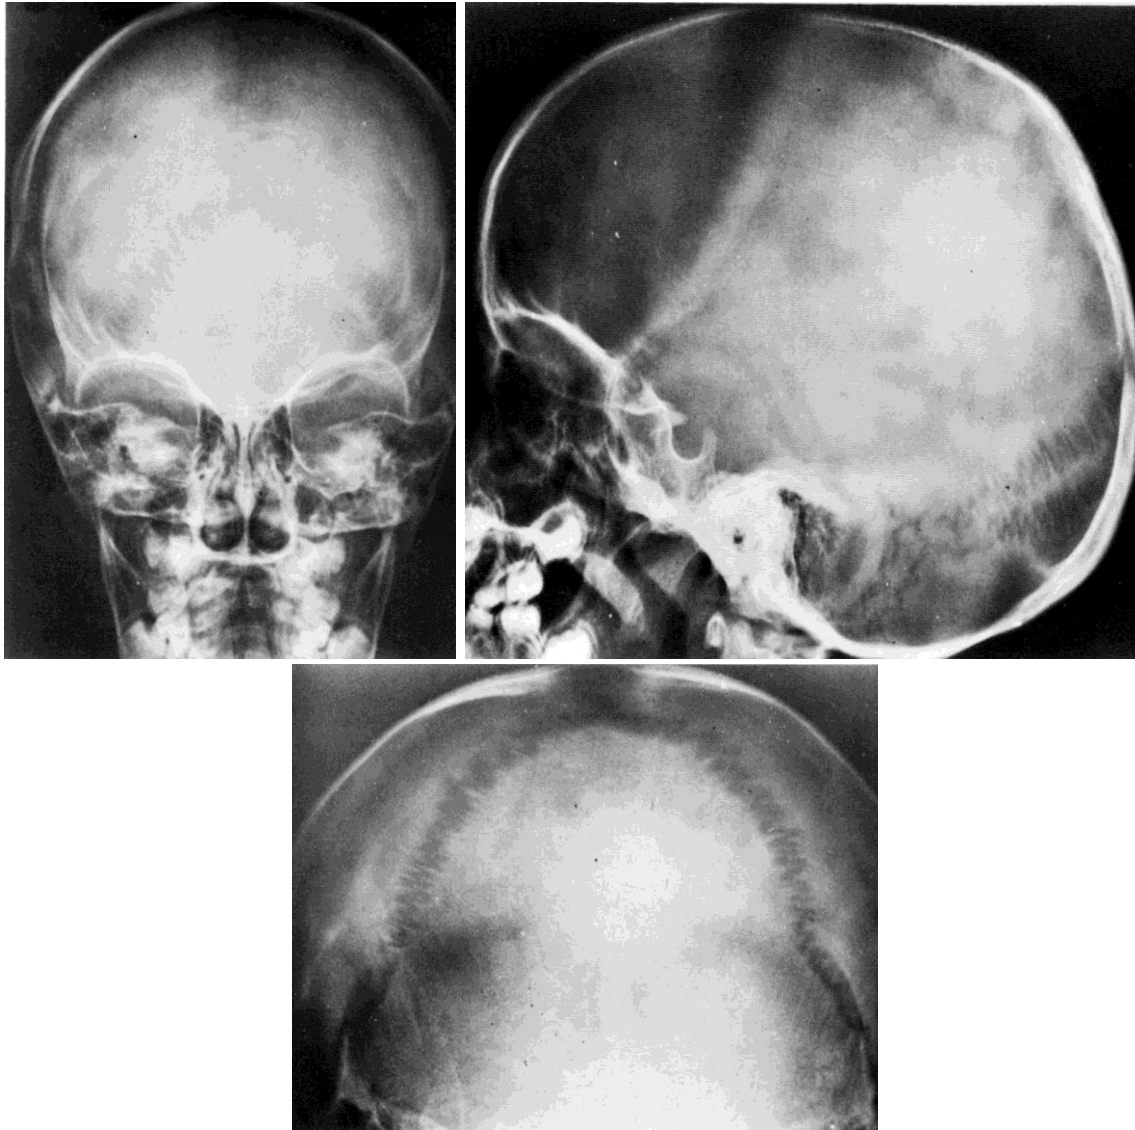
51. Tres radiografías de cráneo de un paciente de 3 años de edad con un cuadro de aumento de la presión intracraneana, es evidente la amplitud de todas las suturas.
